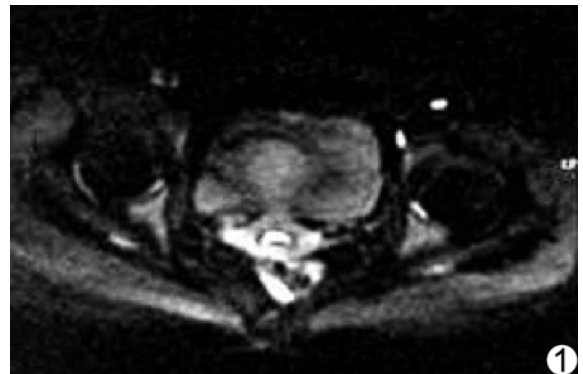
b 值为 700 s/mm² 时健康志愿者股骨头层面的 DWI 图像
